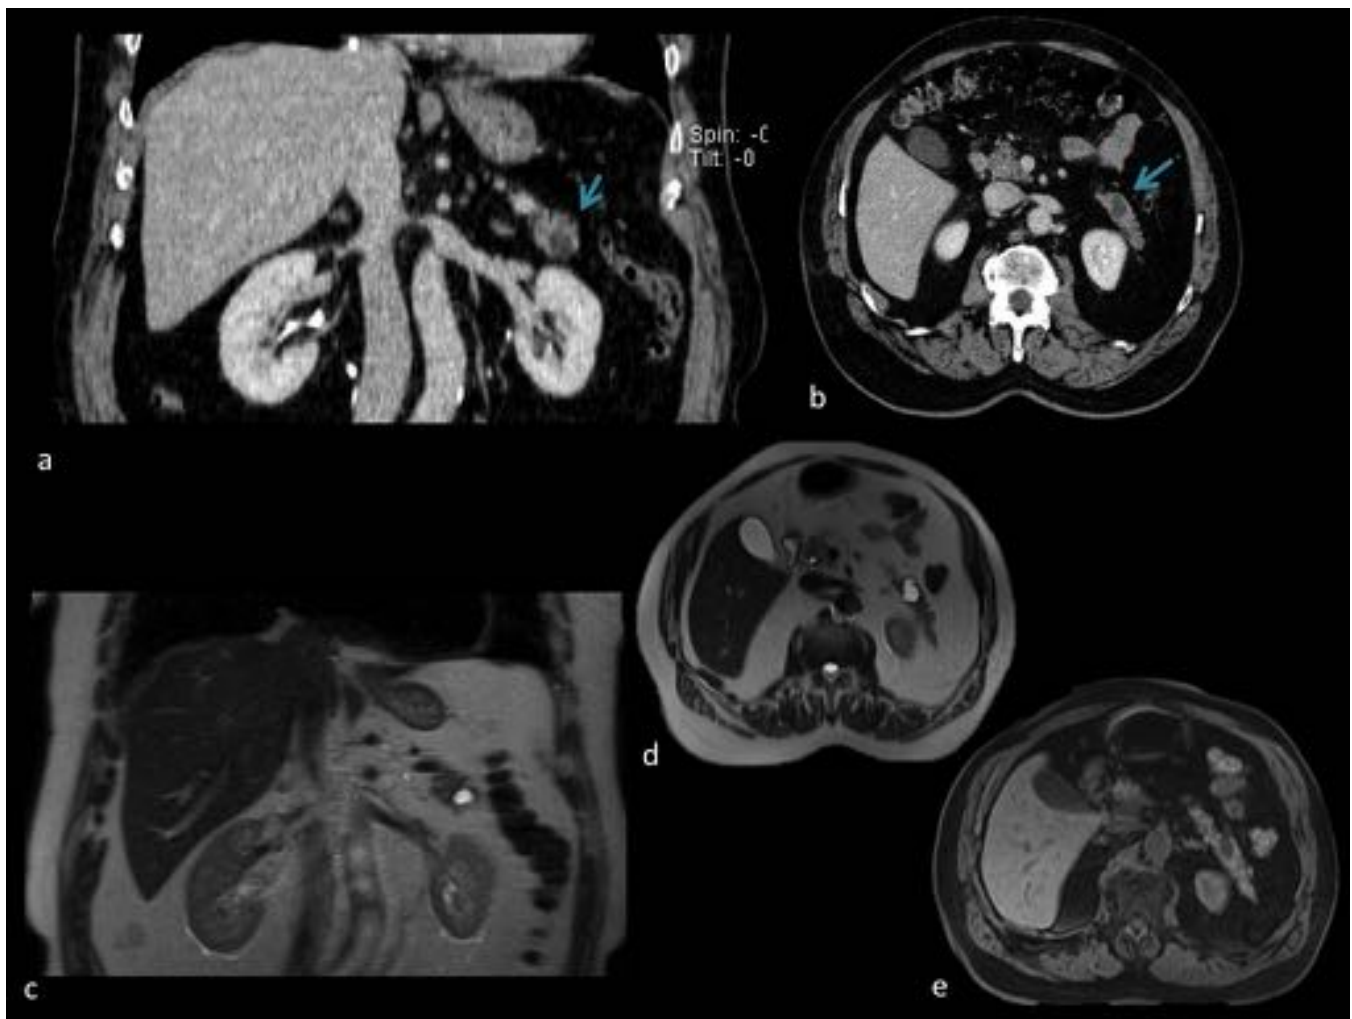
Lesión quística de pequeño tamaño en cola pancreática (flecha azul) en relación con tumor neuroendocrino. a. CT civ coronal. b. CT civ axial. c. T2 coronal. d. T2 axial. e. T1 civ axial.
